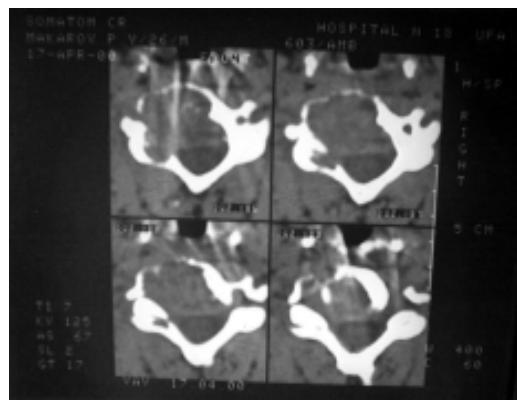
Компьютерная томограмма C_5 позвонка при поступлении.
